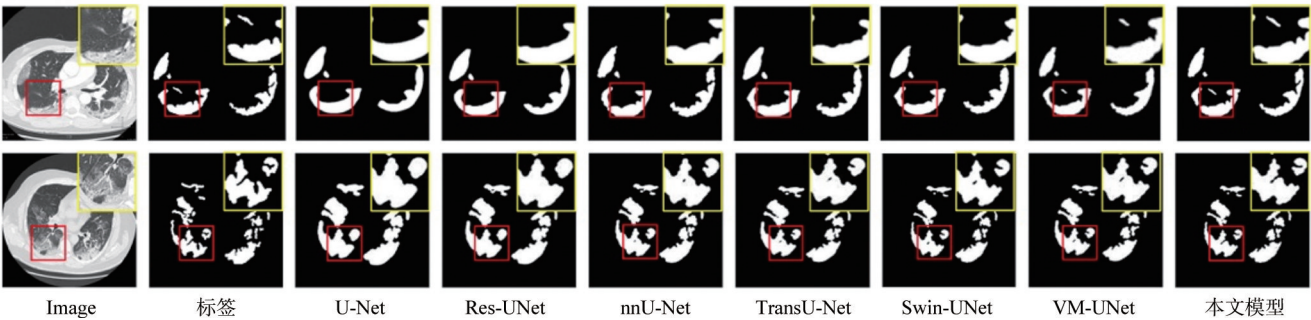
CNCB 肺炎 CT 数据集上的分割结果
